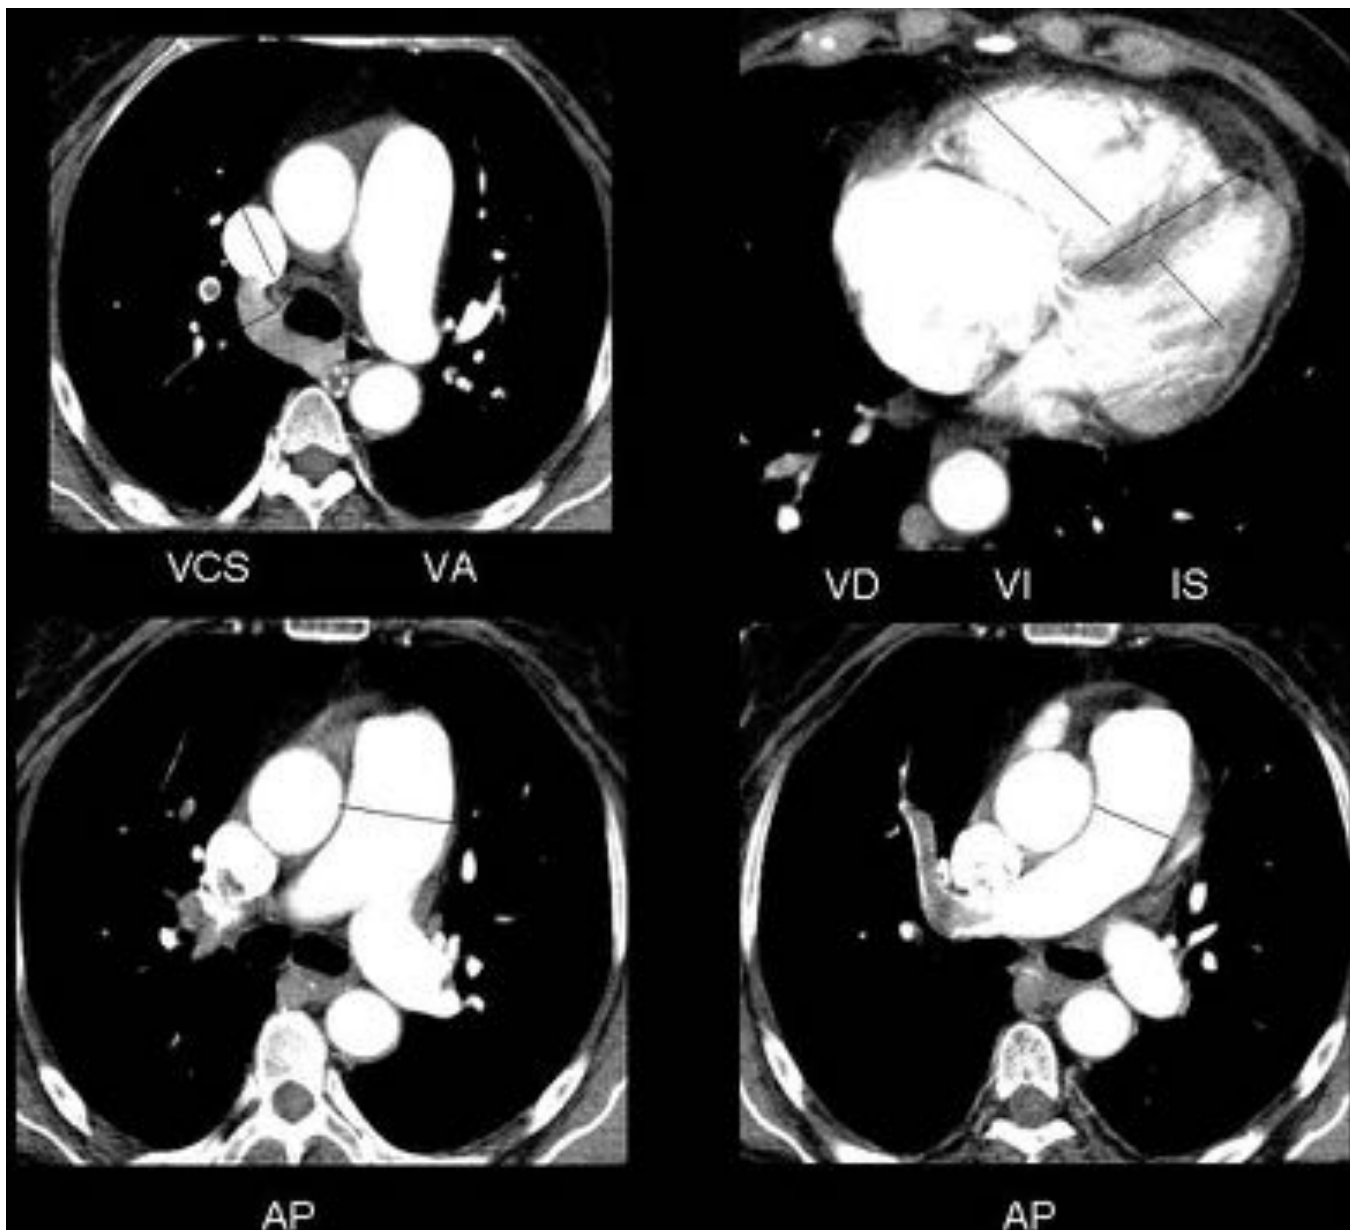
Imágenes de Tomografía Computarizada de arterias pulmonares con ejemplos de las diferentes medidas cardiovasculares: vena cava superior (VCS), vena ácigos (VA), ventrículo derecho (VD), ventrículo izquierdo (VI), septo interventricular (IS) y arteria pulmonar(AP).
